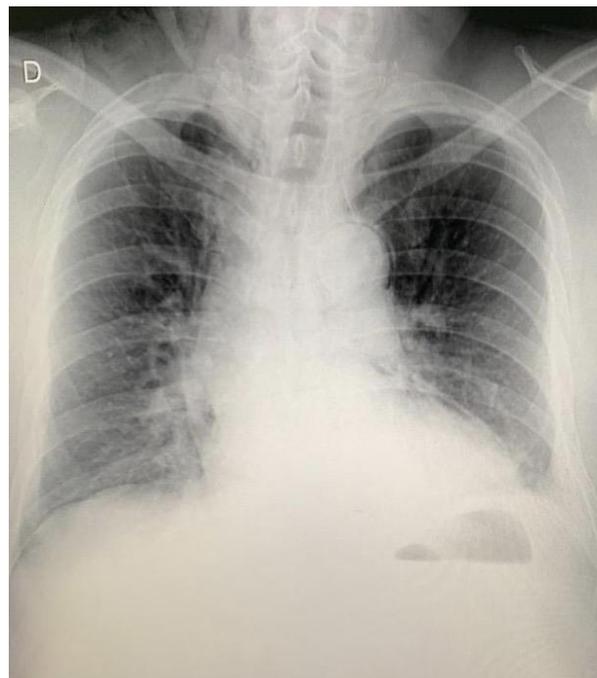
Radiografia de tórax evidenciando pneumomediastino.
